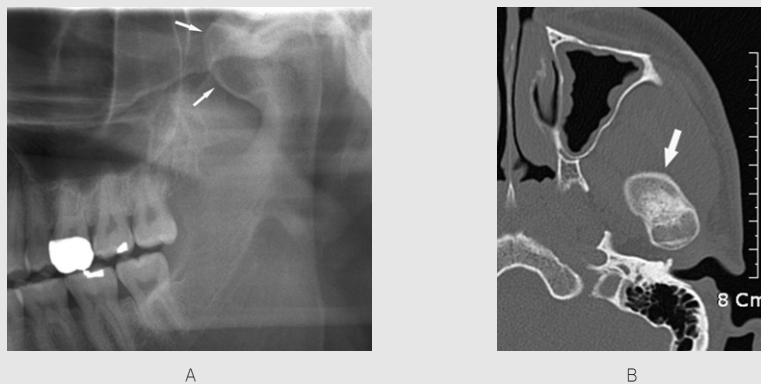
골연골종; A. 파노라마 방사선사진에서 좌측 하악과두에 부착된 불규칙한 형태의 방사선불투과성 종괴로 인해 정상 하악과두의 형태가 변형되어 관찰된다(화살표). B. 축상단면 CT에서 좌측 하악과두의 전방에 부착된 방사선불투과성 종괴가 잘 관찰된다(화살표). (사진제공; 허경희 교수(서울대학교 치의학전문대학원 구강악안면방사선학교실))
